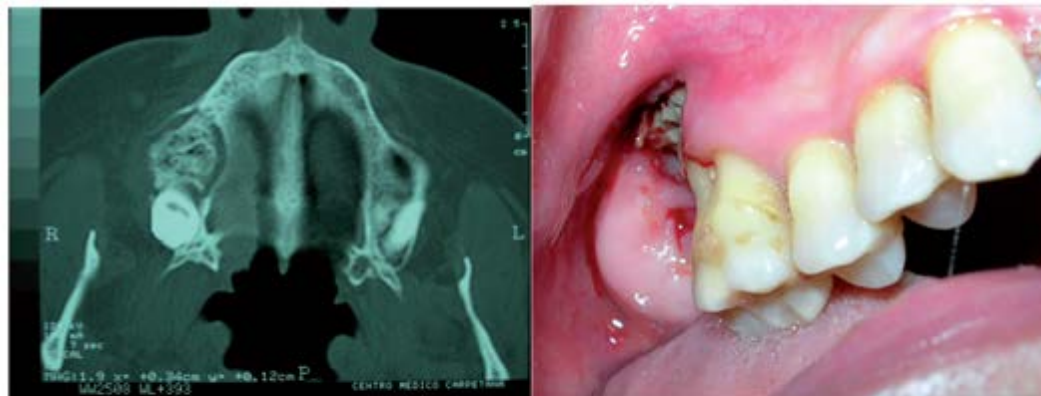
A) TC donde se observa una zona de secuestro óseo bien delimitada en el área maxilar superior derecha. B) Imagen clínica del mismo caso.
